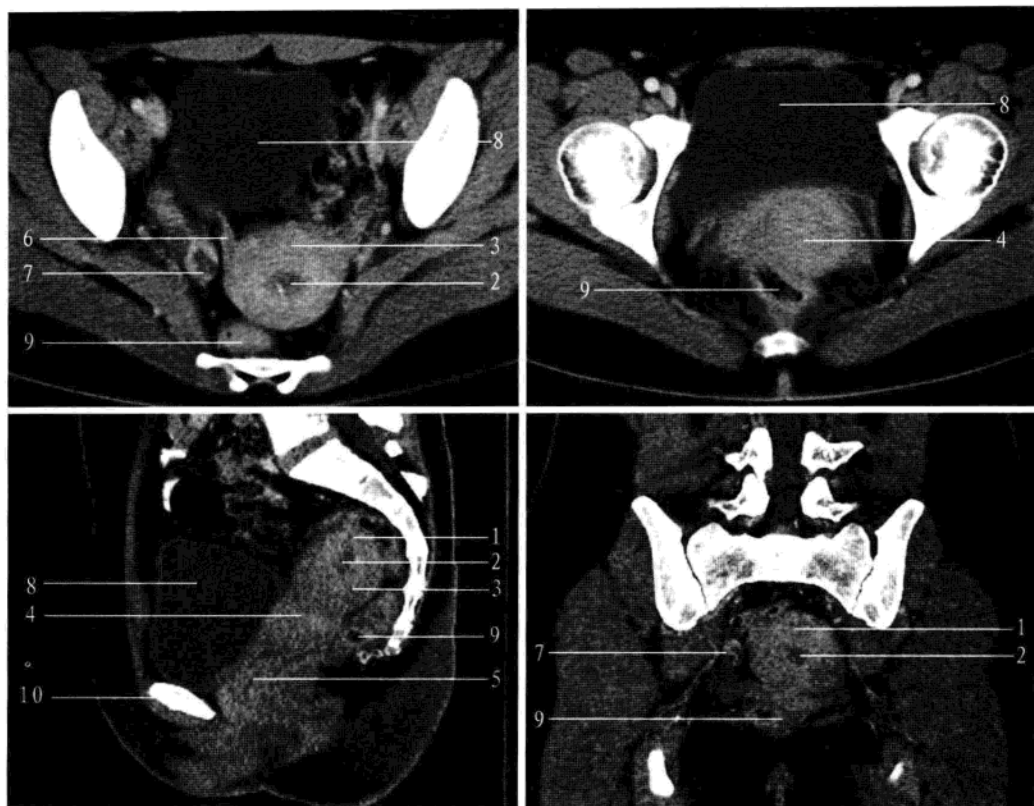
子宫、卵巢横断面、矢状面及冠状面 (增强 CT)
